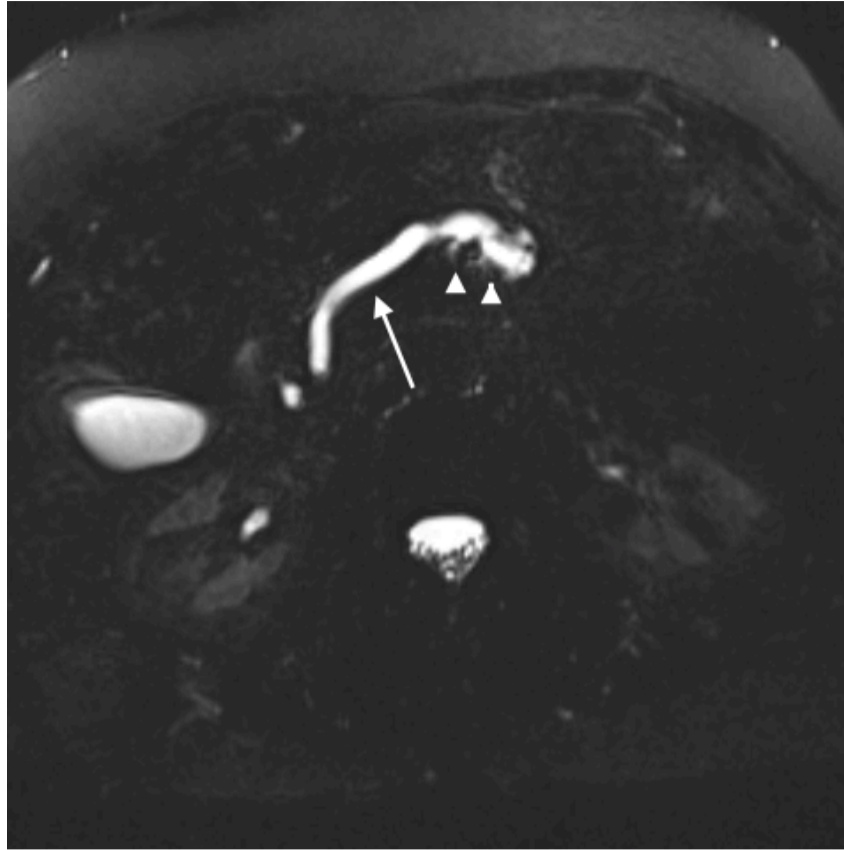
Acquisition axiale Bili-IRM montrant une dilatation du CPP (flèche blanche), ainsi qu'à un moindre degré des canaux secondaires (têtes de flèche).
